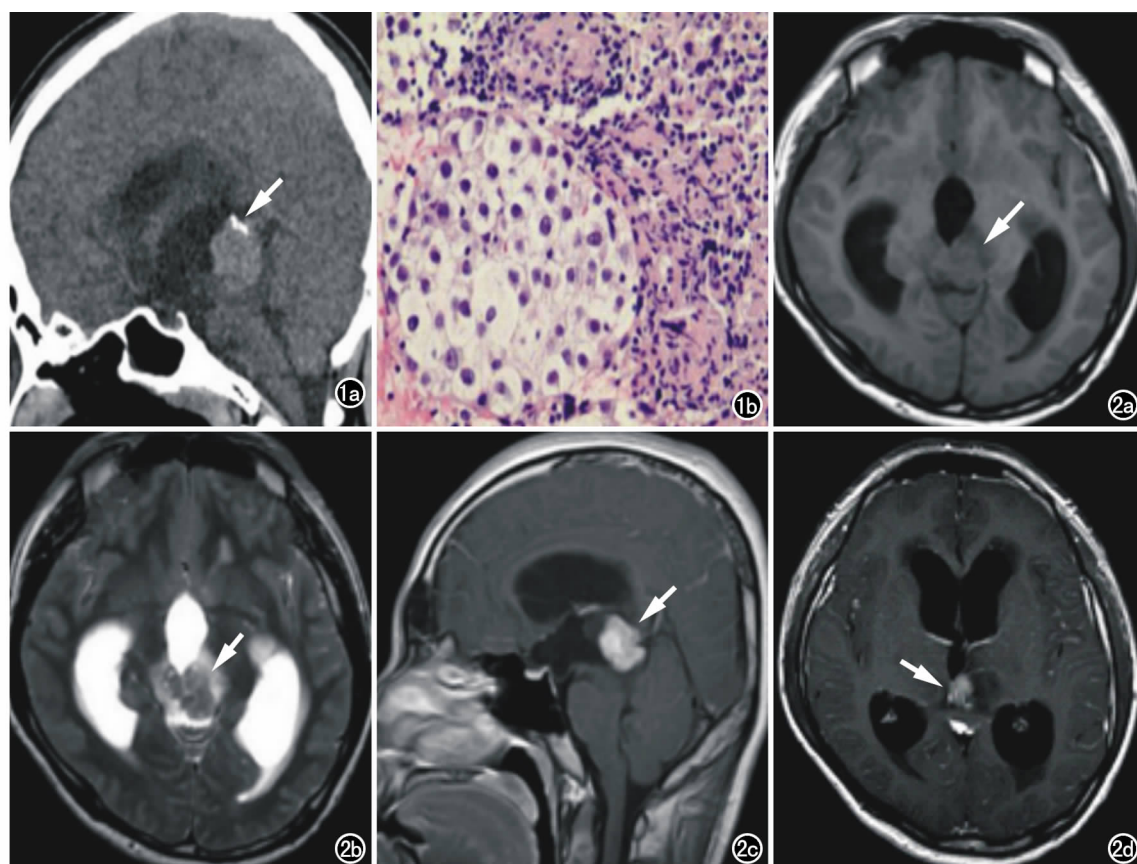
男, 12 岁, 生殖细胞瘤, 反复头晕、呕吐伴精神疲倦 20 天。a) CT 矢状面重组示松果体区类圆形稍高密度占位(箭), 边界清楚, 肿瘤周边可见钙化; b) 免疫组化显示肿瘤细胞 CK(—), LCA(—), CD117(++) , CD30(—), OCT3/4(++), SALL4(++), PLAP(—), Ki67(60%+)。图 2 男, 21 岁, 生殖细胞瘤, 头痛、复视 1 个月, 加重 1 周。a) T₁WI 示松果体区低信号占位(箭), 边界清楚, 周边可见长 T₁ 水肿带; b) T₂WI 示病灶呈等稍低信号(箭), 周边可见长 T₂ 水肿带; c) 增强扫描矢状面示病灶明显均匀强化(箭), 周边水肿带未见强化; d) 增强扫描横轴面示双侧大脑半球部分脑沟线样强化(箭), 考虑脑膜转移。
